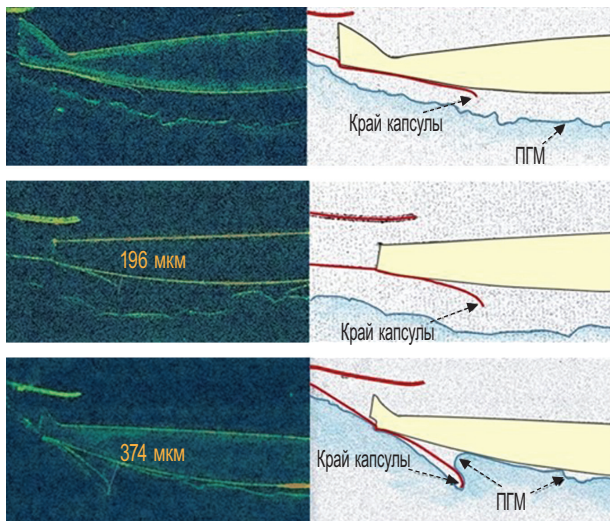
Оптическая когерентная томограмма. Артефакция, псевдоэкзофоллиативный синдром, первичный задний капсулорексис. Различные варианты адгезии задней капсулы хрусталика к интраокулярной линзе (тотальная, частичная, по оптическому краю линзы) в раннем послеоперационном периоде (1–2-е сутки). ПГМ — передняя гиалоидная мембрана
